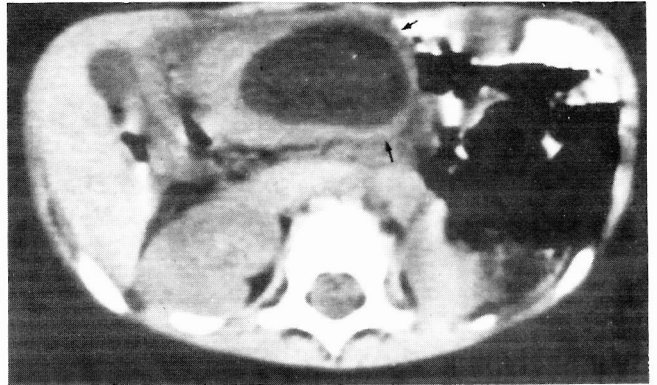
TC abdominal após opacificação oral do tubo digestivo: imagem ovalada, de conteúdo líquido homogêneo, exibindo espessamento parietal.
